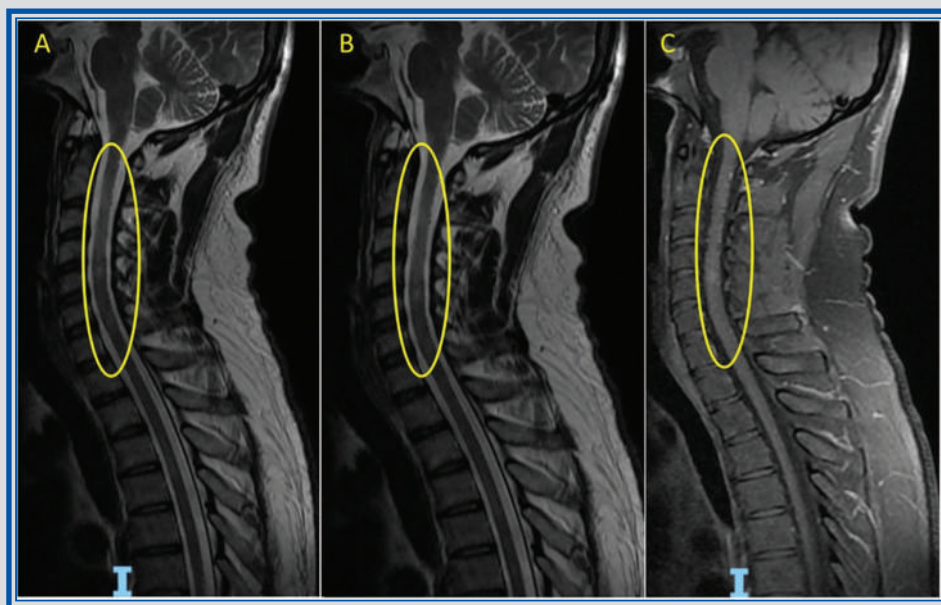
Capítulo 16. Resonancia magnética de columna cervical con secuencia sagital T2 (A y B) en donde se observa hiperintensidad difusa de la médula espinal desde C2 a C7 que se asocia a atrofia medular, que en la secuencia T1 sagital posgadolinio (C) presenta realce sutil a nivel de C5.
